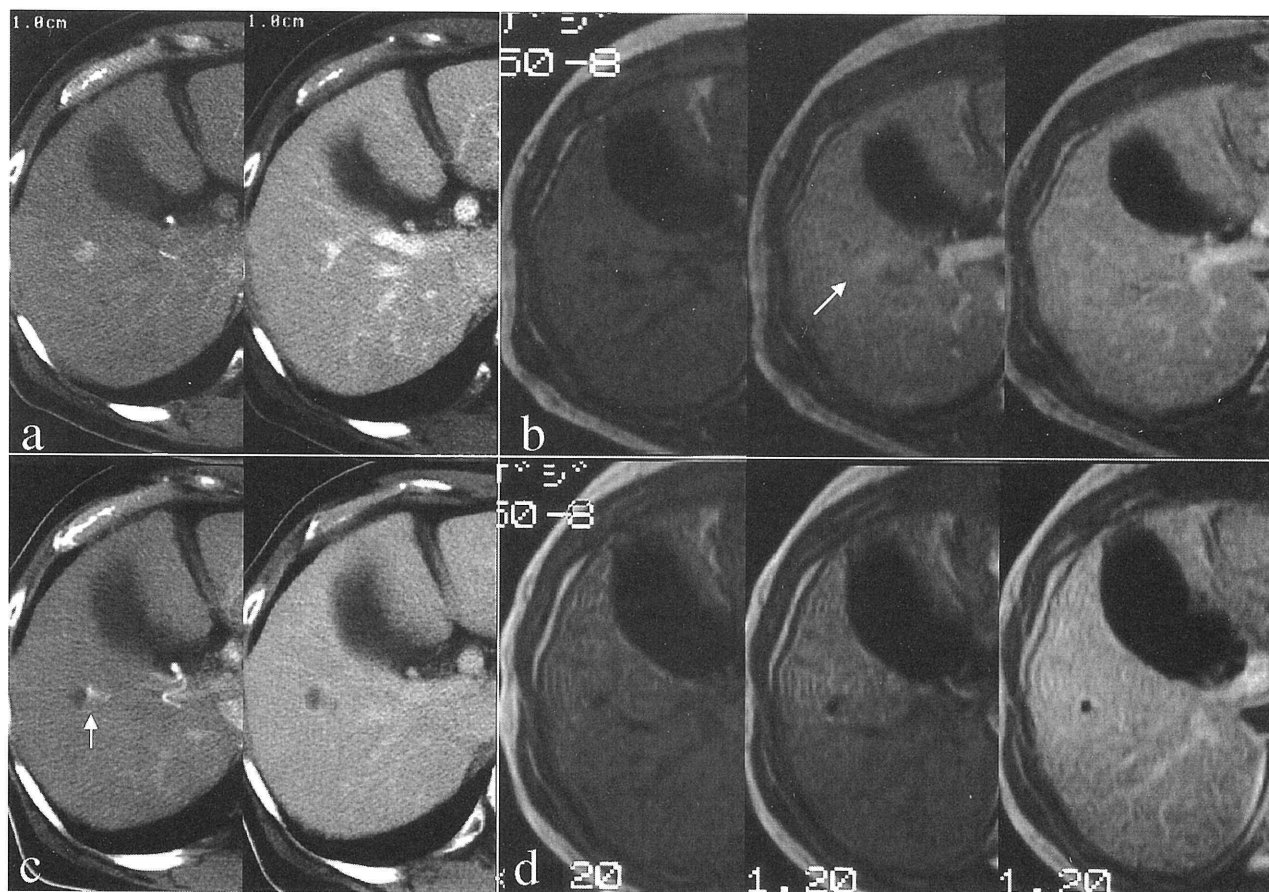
a. Dynamic CT picture shows slight enhancement in the anterior segment of the liver.
